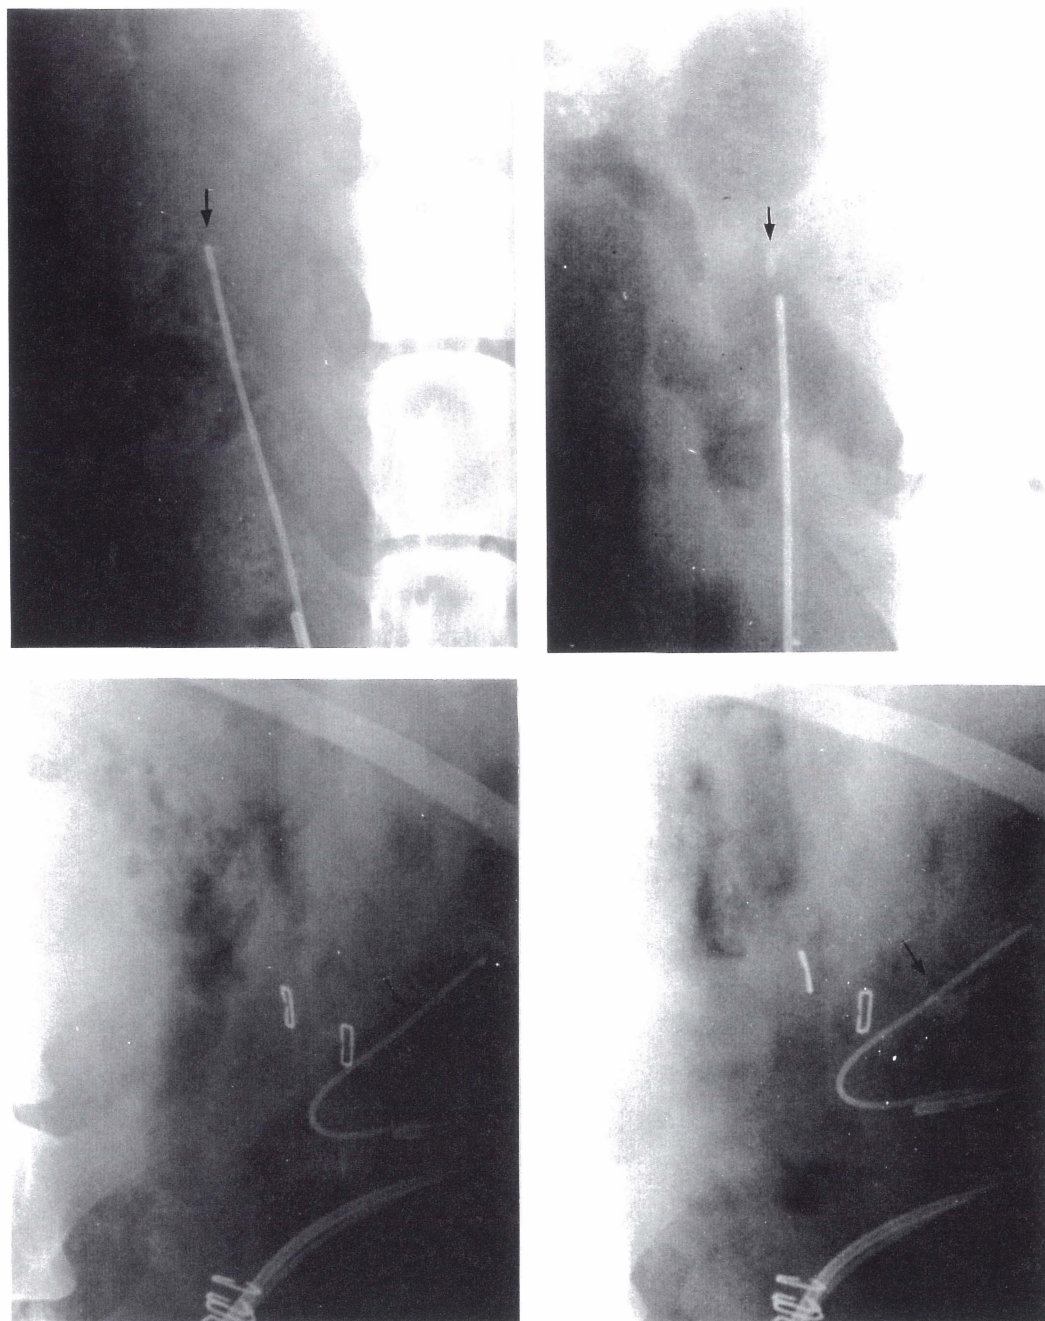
Radiographie abdominale de fragments de calculs implantés.
